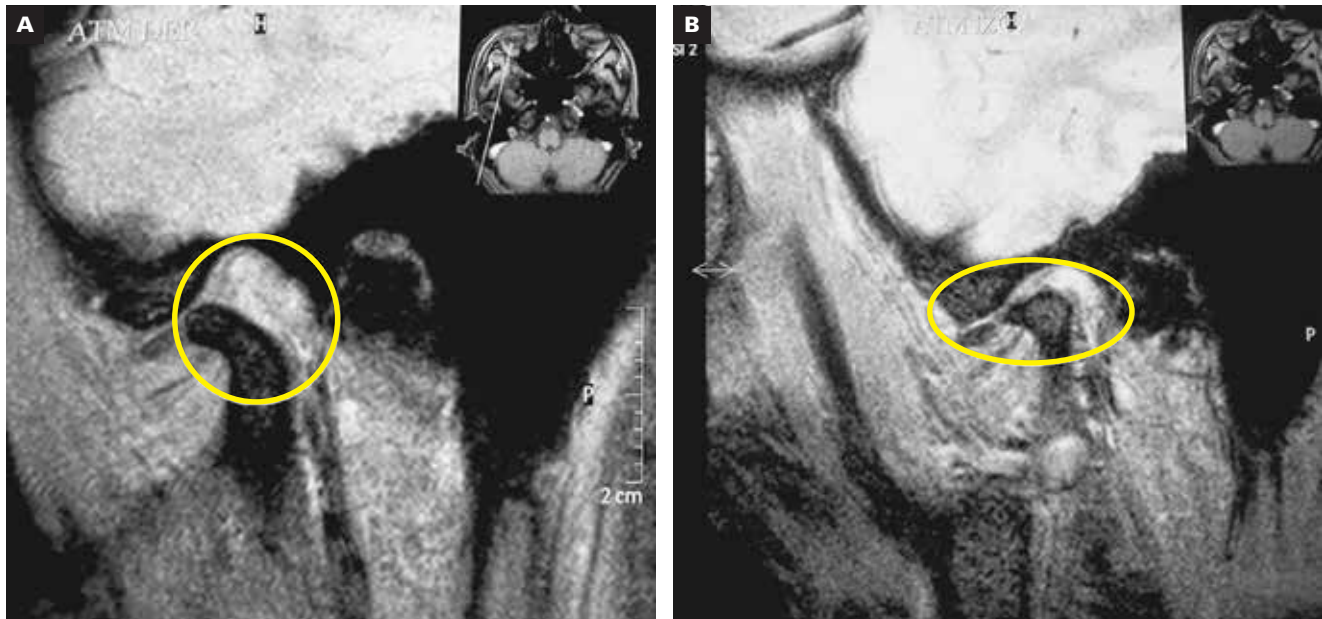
A y B: Resonancia magnética.
